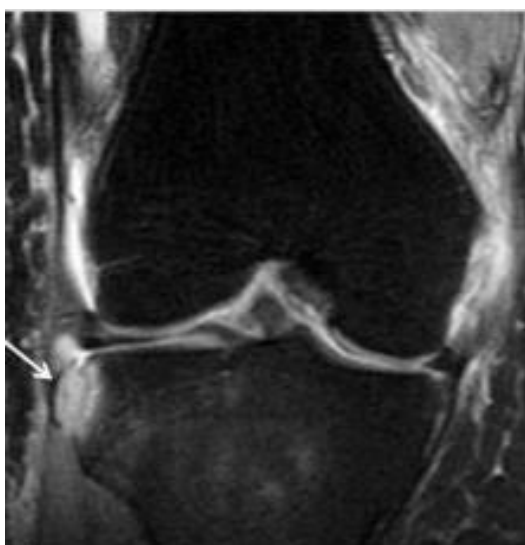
IRM du genou en coupes coronales séquences DP FAT-SAT :Fracture de Segond : fragment cortical oblongue, verticale, centimétrique, situé à quelques millimètres du bord latéral du tibia(flèches).
